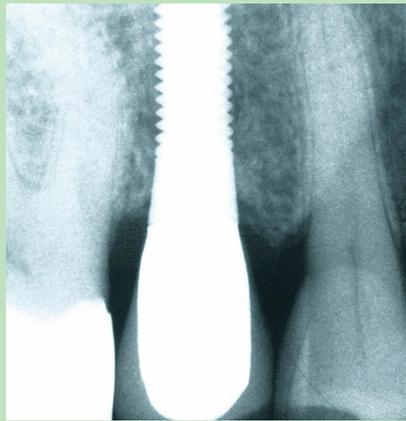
Röntgenkontrolle 6 Jahre nach Implantation
